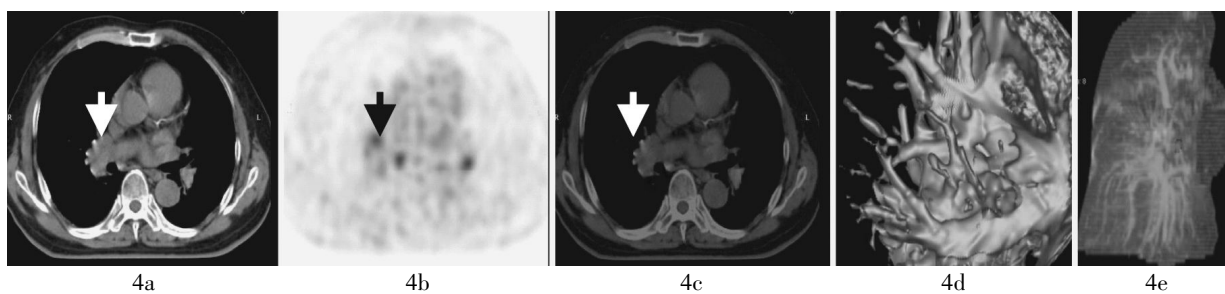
肺门血管的PET-CT图像 患者男性,70岁,右肺上叶腺癌。图4a:右肺门血管的CT图像;图4b:右肺门血管的 $^{18}\text{F}$ -FDG代谢明显增高的PET图像;图4c:右肺门血管的PET-CT融合图像;图4d:肺部容积式计算机辅助诊断软件对肺门血管的三维重建图像;图4e:肺部容积式计算机辅助诊断软件对右肺重建的透明肺图像,箭头示肺门淋巴结。
